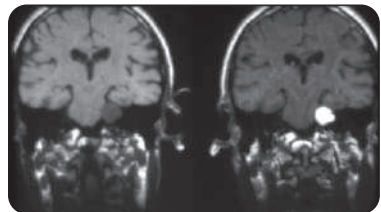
IRM pondérées en T1 d'un neurinome de l'acoustique; (gauche) sans gadolinium; (droite) avec gadolinium
